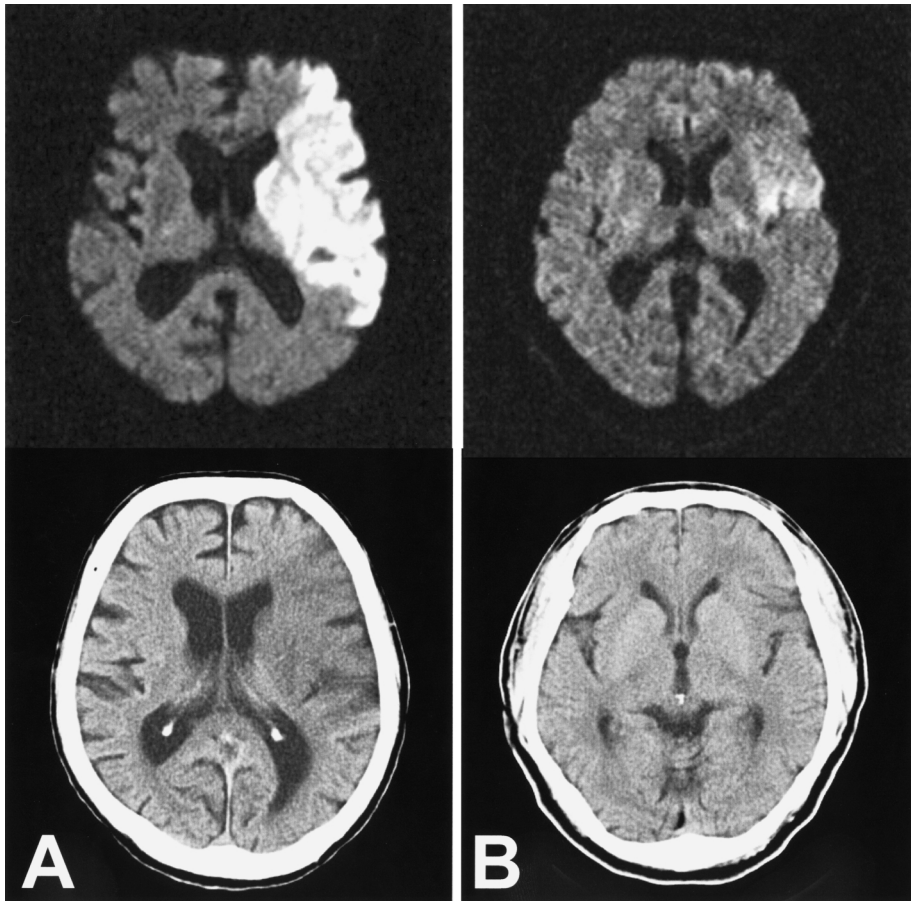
Acute infarction cases: CT shows the early ischemic change as same area at abnormal diffusion. A: 2 hours after onset. B: 1.5 hour after onset.
